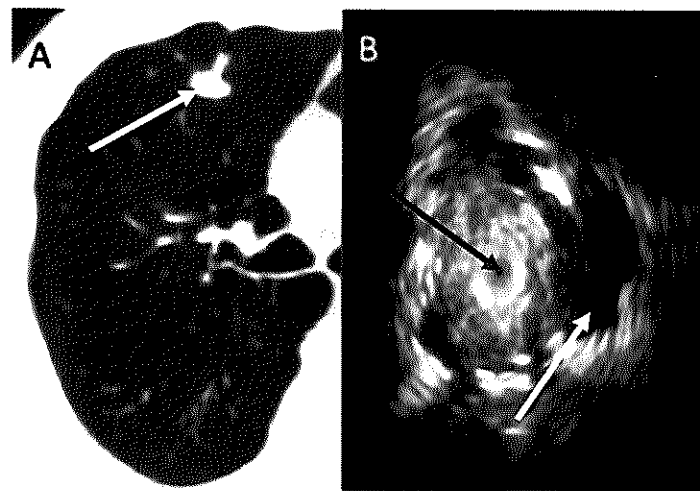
Images d'un nodule périphérique sur TDM et écho-endoscopie bronchique radiale
